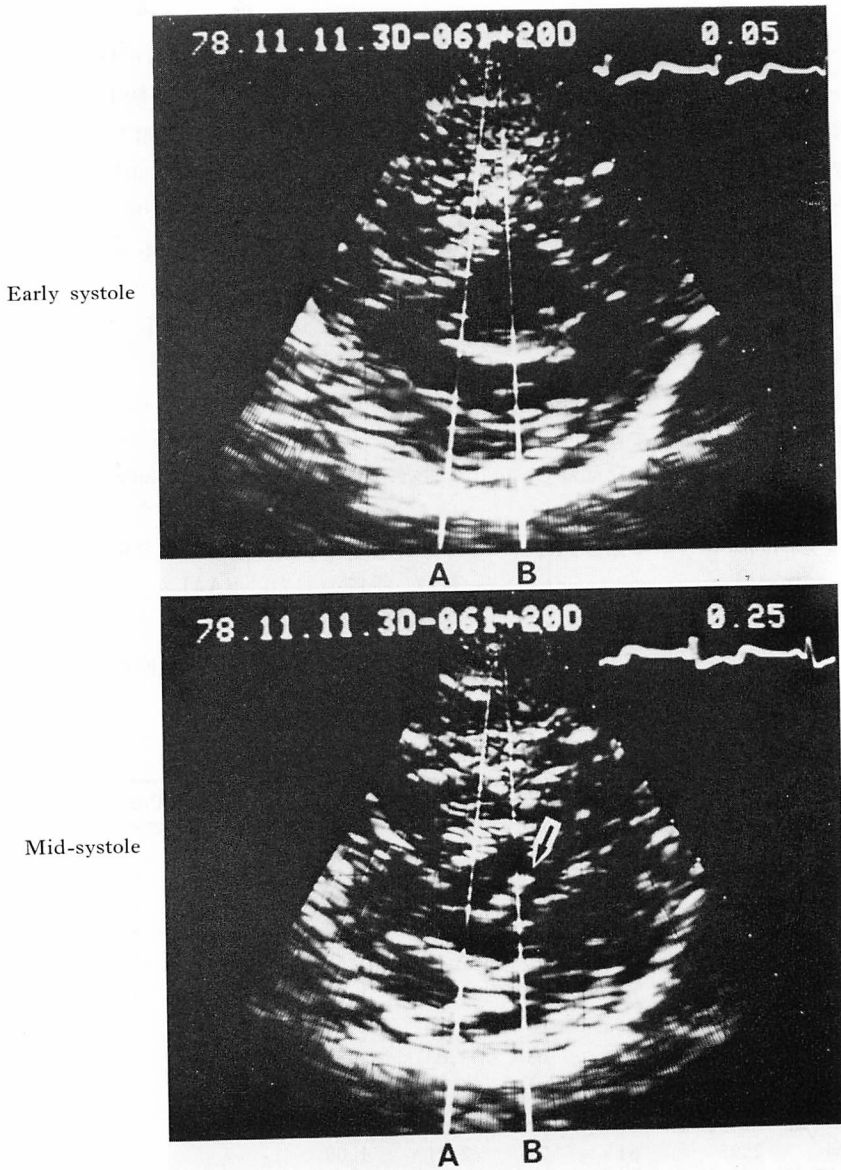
Real-time displays of two-dimensional echocardiograms, and a transverse section of the mitral valve (Case 1).
